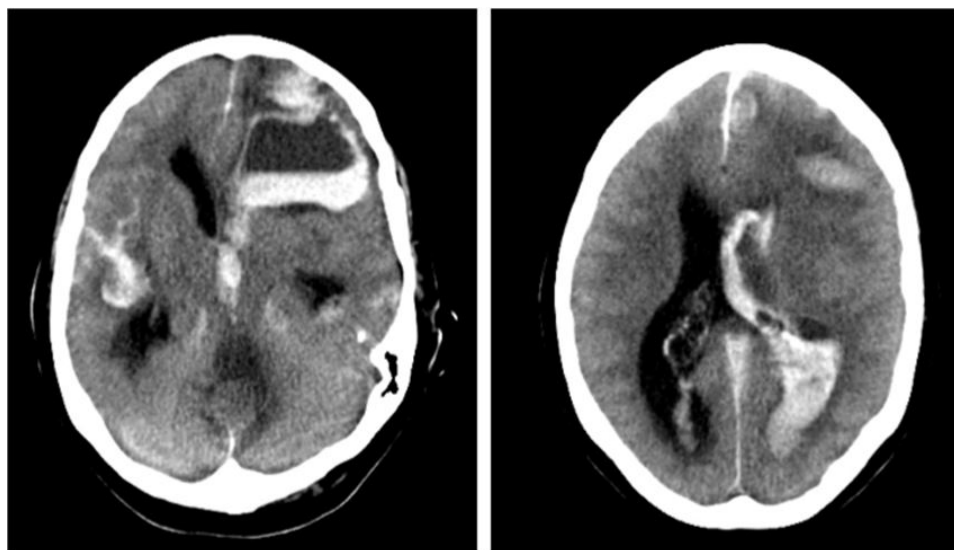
TC craneal de control tras crisis hipertensiva.
